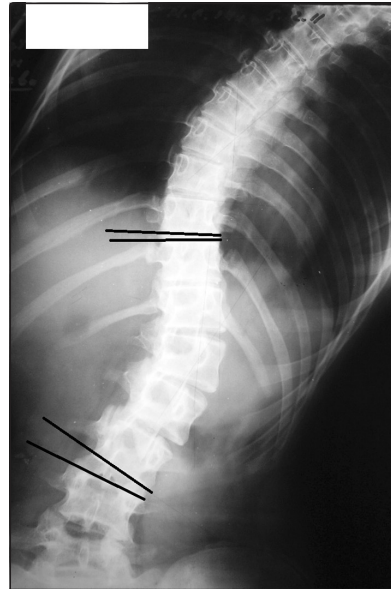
Фотовідбиток рентгенограми хворого на сколіоз, виконаний у положенні згинання у випуклий бік деформації
